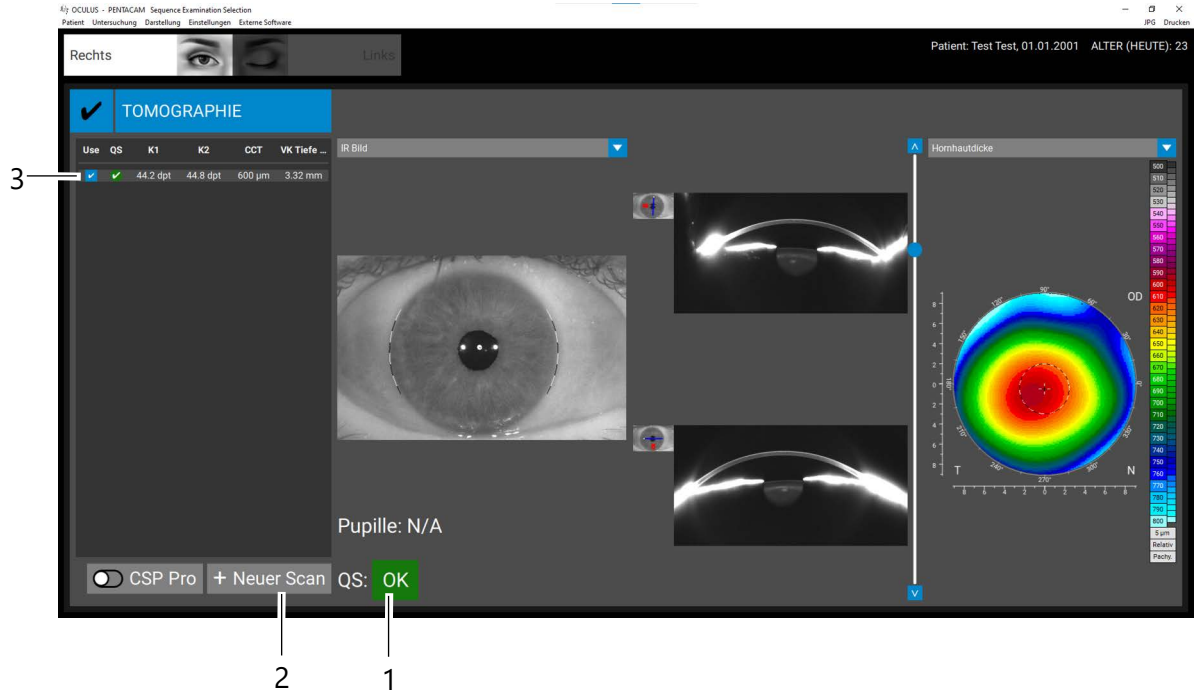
Visualização dos resultados para a tomografia
